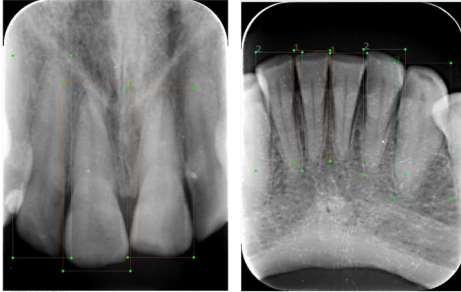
Muestra Radiografías Periapicales en proceso de etiquetado
